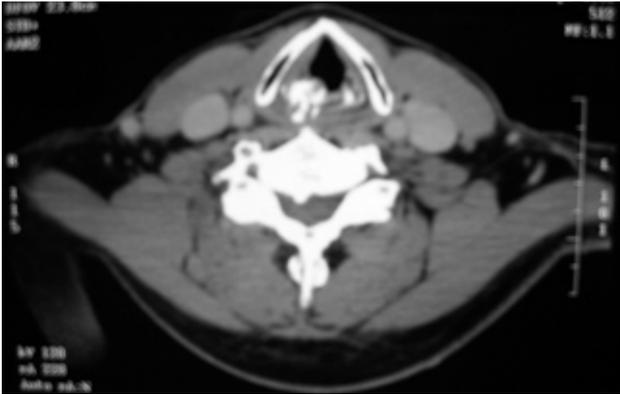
TAC cervical que muestra el condroma cricoaritenoides.
